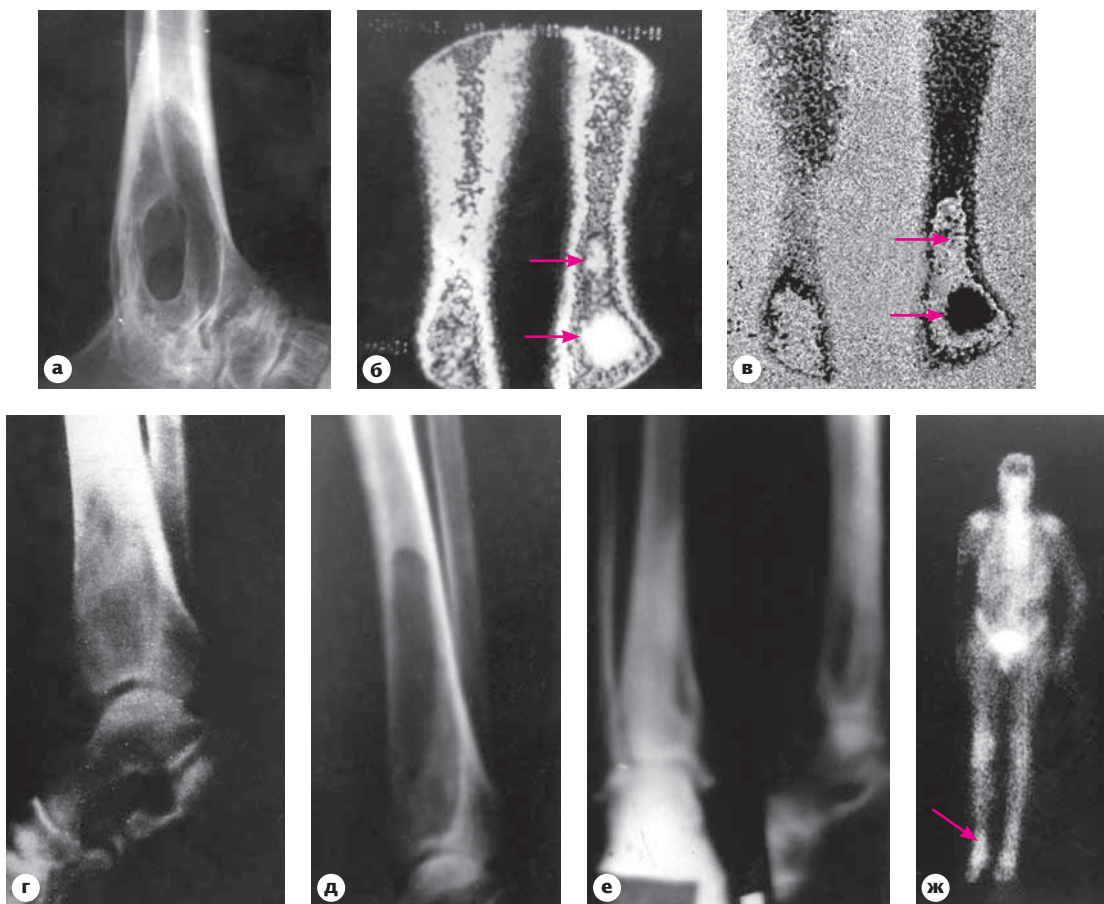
(а–в) Больной К. (54 года) {10}, перенесший 5 лет назад секвестрнекрэктомию большеберцовой кости путем резекционной трепанации [17] по поводу хронического гематогенного остеомиелита. На рентгенограмме (а) видна обширная постнекрэктомическая полость, хотя клинически отмечается выздоровление [17]. На скинтиграммах (б, в) определяется локальное накопление радиофармацевтического препарата в постнекрэктомической полости (стрелки). (г–ж) Больной Т. (37 лет). Состояние костного дефекта после секвестрнекрэктомии со вскрытием костномозгового канала по поводу хронического гематогенного остеомиелита правой большеберцовой кости. Рентгенограммы до операции (г), через 2 недели после операции (д) и через 2,5 года после операции (е). (ж) Скинтиграмма через 2,5 года после операции. Клинически отмечается выздоровление, но видно усиленное накопление радиофармацевтического препарата (стрелка) в правой большеберцовой кости (в области вмешательства).
